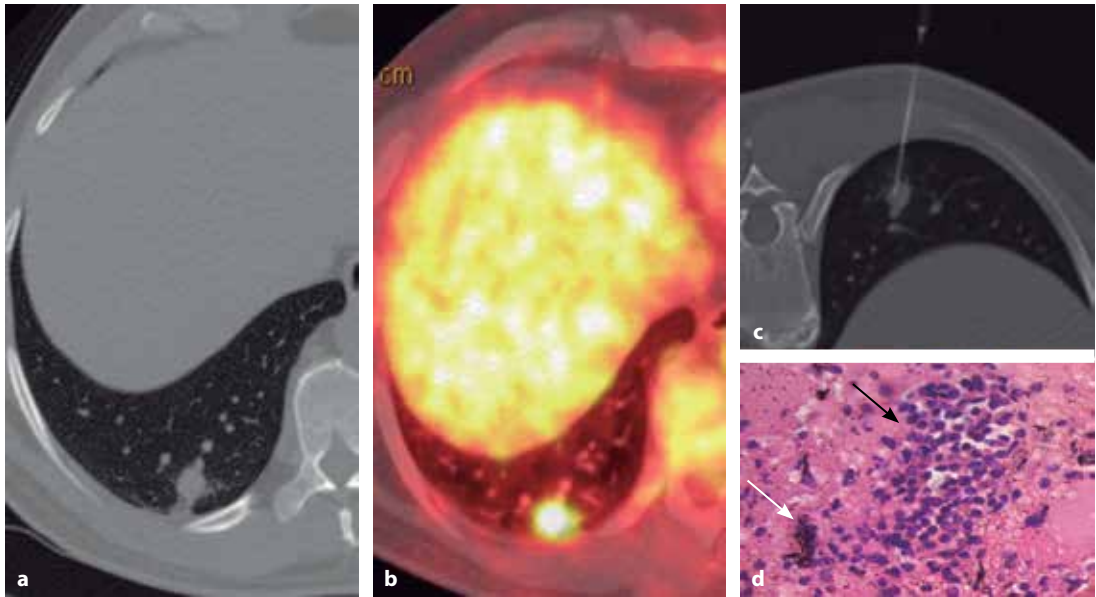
Punción prequirúrgica de NPS sospechoso de malignidad en un paciente de 62 años tabaquista. a, b PET-TC con nódulo polilobulado e hipermetabólico de 10 mm en el lóbulo inferior derecho. c Punción con aguja fina bajo TC con obtención de material citológico. d En citología, se evidencian linfocitos reactivos (*flecha negra*) con aéreas de antracosis (*flecha blanca*). Se realiza el diagnóstico citológico del ganglio linfático reactivo y se suspende la cirugía. El seguimiento por TC de baja dosis evidenció reducción de tamaño del nódulo. Diagnóstico final: ganglio linfático reactivo.
